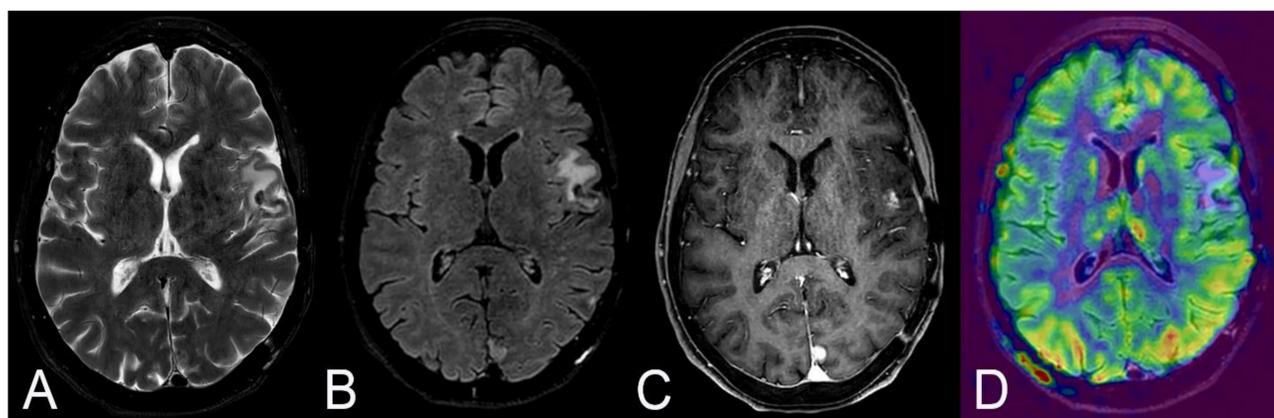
Varón de 63 años en control de metástasis cerebrales por melanoma tratadas mediante radioterapia. En el giro temporal superior, en vecindad al opérculo frontal, se objetiva una lesión centimétrica bien definida, marcadamente hipointensa en T2 y FLAIR (A y B), con intenso realce tras la administración de contraste (C), hipoperfundida en ASL (D) y que asocia edema vasogénico en sustancia blanca adyacente. En este caso, el ASL es clave para determinar que la lesión es secundaria a radionecrosis y no a una recurrencia tumoral.
